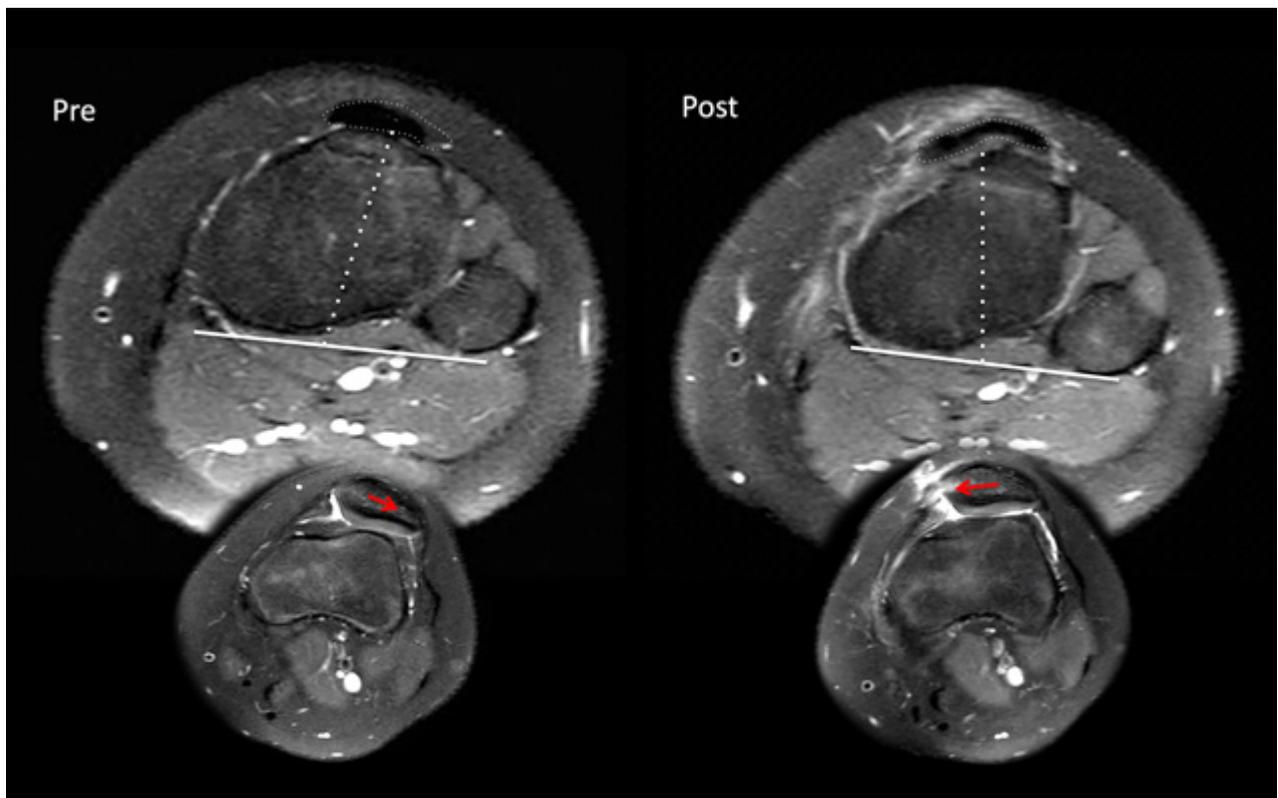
Cortes axiales de resonancia magnética pre y postoperatorias donde se observa cómo se modifica el vector de fuerza lateral luego de la TSTR.
